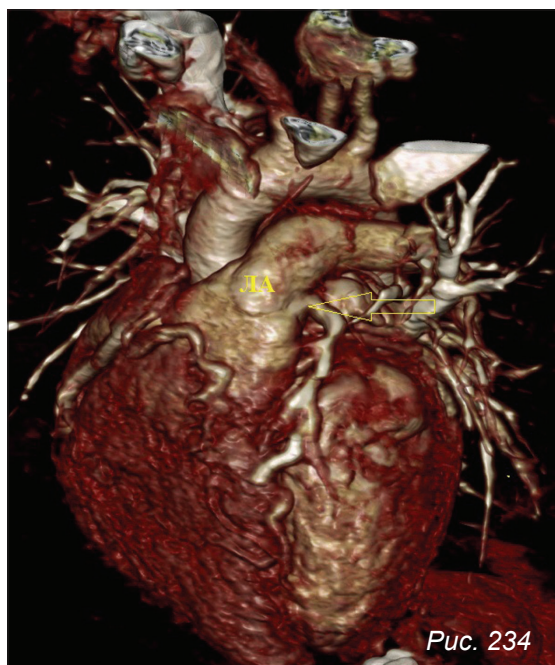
КТ сердца и коронарных артерий с ЭКГ-синхронизацией.
